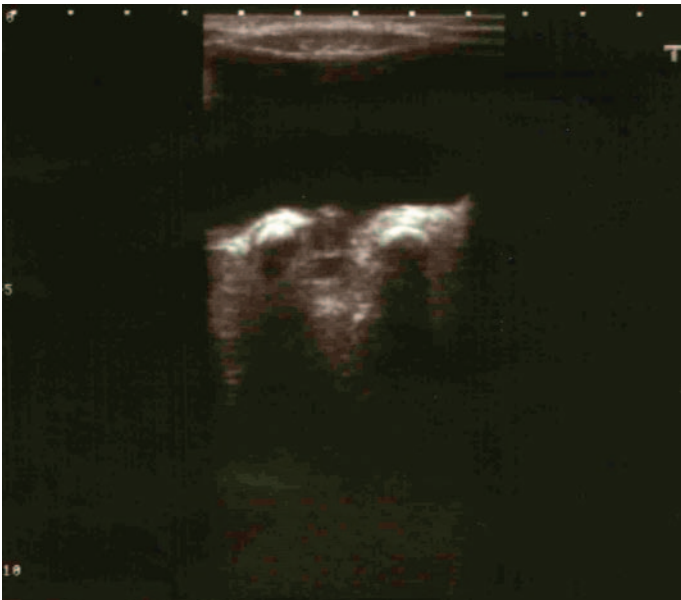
Transverse sonograms show bilateral distal ureter stones cause urethral dilatasyon.
